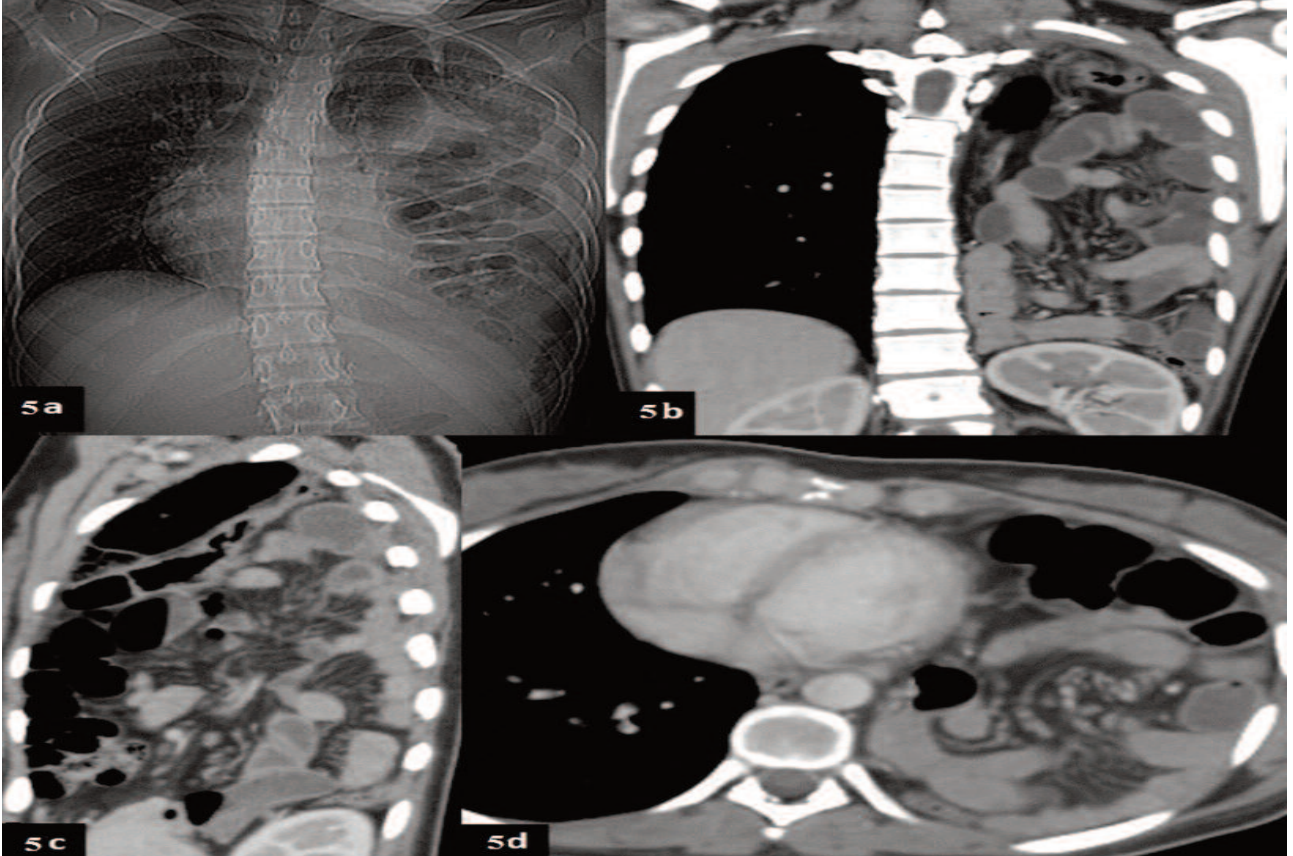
Direk grafi, kolon grafisi ve MDTB'de sol Morgagni hernisi. Sol parasternal bölgedeki hemidiyafragmatik defekttan kolon anslarının toraks boşluğuna herniasyonu izlenmekte.
